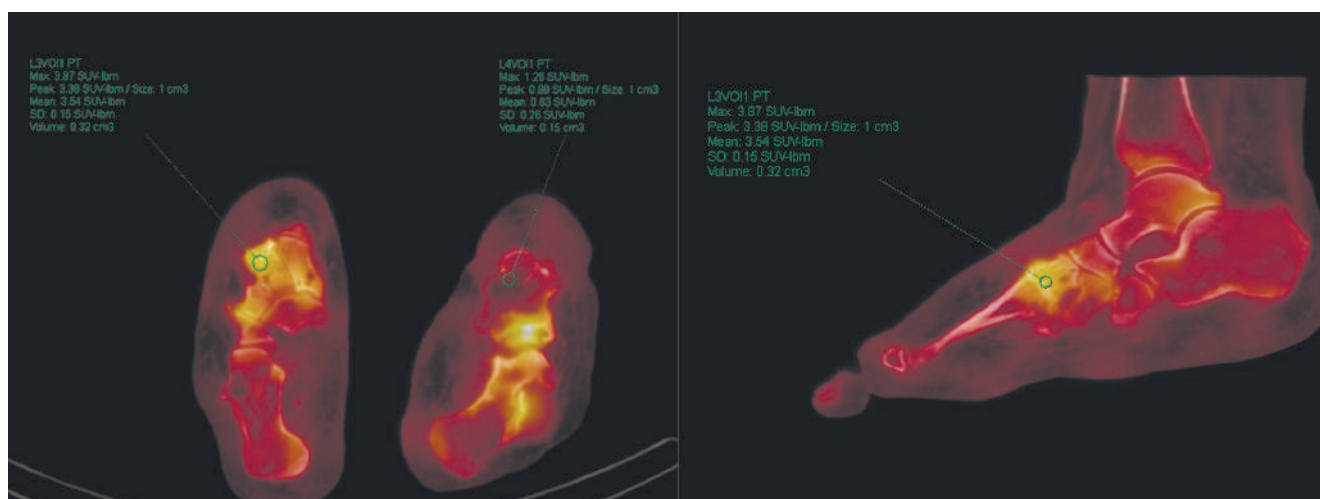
Пациент N., стопа Шарко. ОФЭКТ/КТ в аксиальной и сагиттальной проекциях. Выраженная гиперфиксация РФП (SUV/bm (max) = 3,87) в голеностопном суставе, суставах Лисфранка и Шопара левой стопы. Схожая, но менее выраженная гиперфиксация РФП в суставах Лисфранка и Шопара правой стопы (асептическое поражение)
